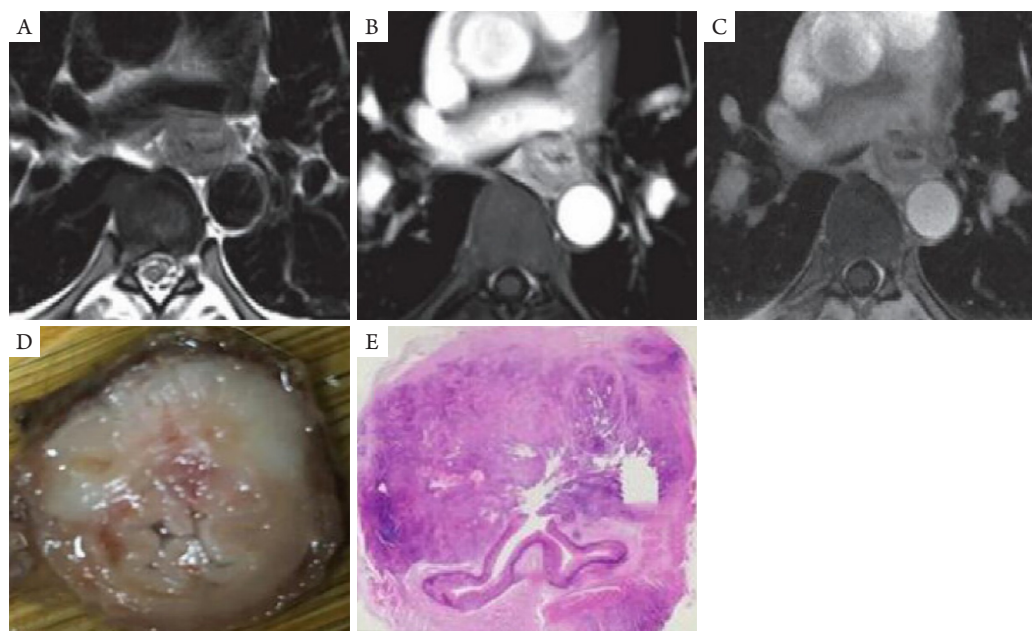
T4a食管癌患者新辅助化疗后典型MRI及组织表现
